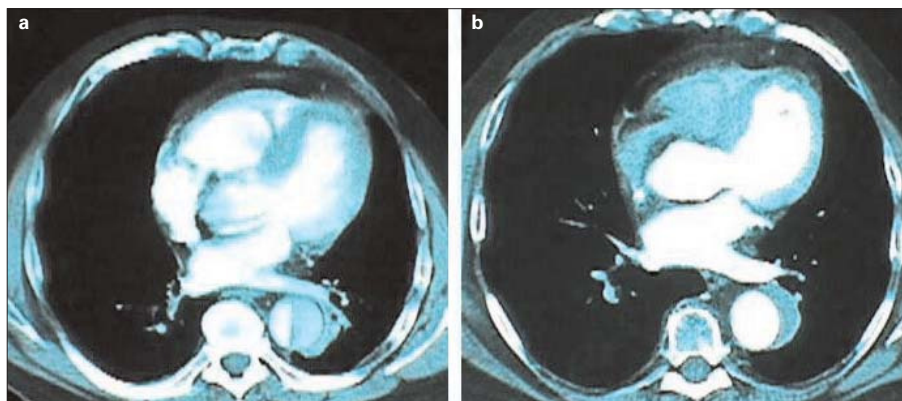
Tomografía computarizada que muestra importantes cambios en la luz verdadera: a) Preoperatorio; b) Al mes, en el postoperatorio.
